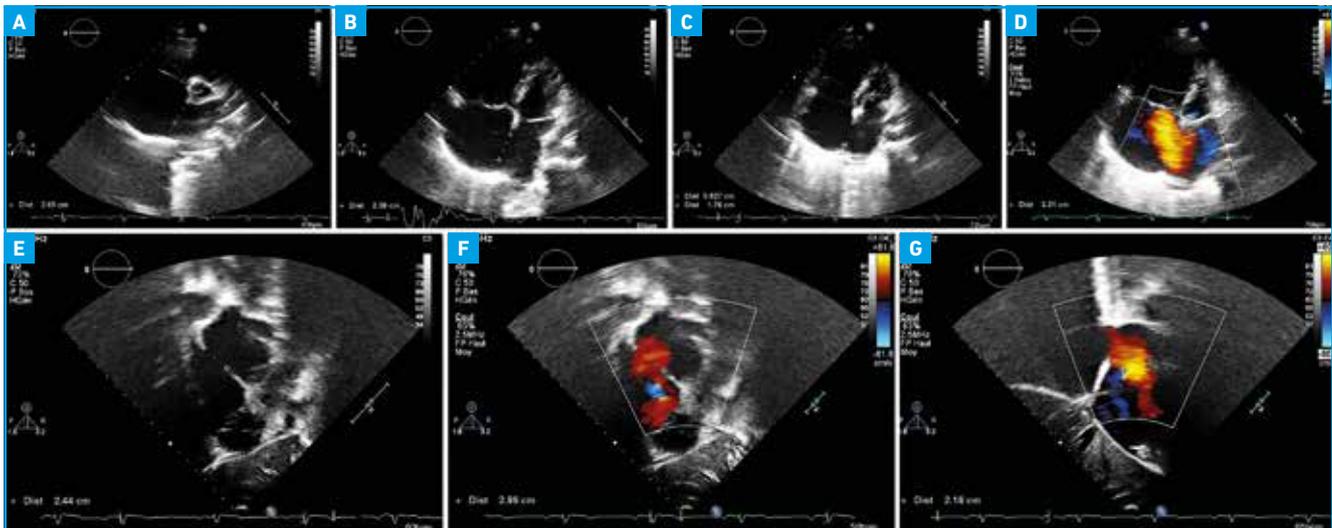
Patiente de 30 ans, CIA OS fermée par voie percutanée avec une prothèse d'Amplatz de 40 mm. Échographie transthoracique. A: coupe parasternale petit axe; B et C: coupe apicale 4 cavités: remarquer la différence de taille de la CIA en fonction du cycle cardiaque et les T-artéfacts; D: coupe apicale 4 cavités, Doppler couleur; E: coupe sous-costale long axe; F: coupe sous-costale long axe, Doppler couleur; G: coupe sous-costale petit axe, orientée vers la veine cave inférieure, Doppler couleur. Remarquer la direction du flux à travers la CIA, vers la tricuspide, indiquant la présence d'un rebord postéro-inférieur.
